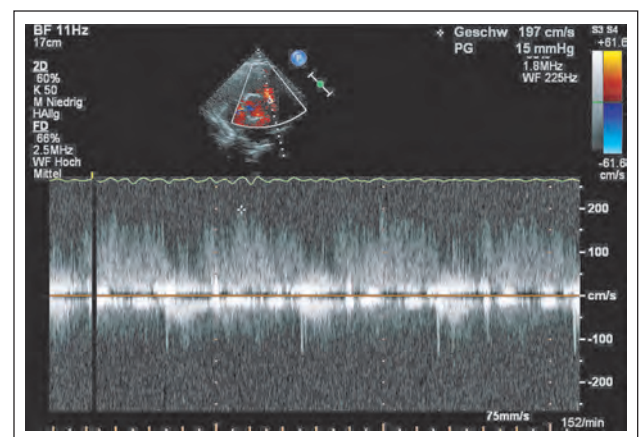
TTE von parasternal quer, CW-Doppler im Bereich des PA-Hauptstamms: Links-Rechts-Shunt des PDA.
